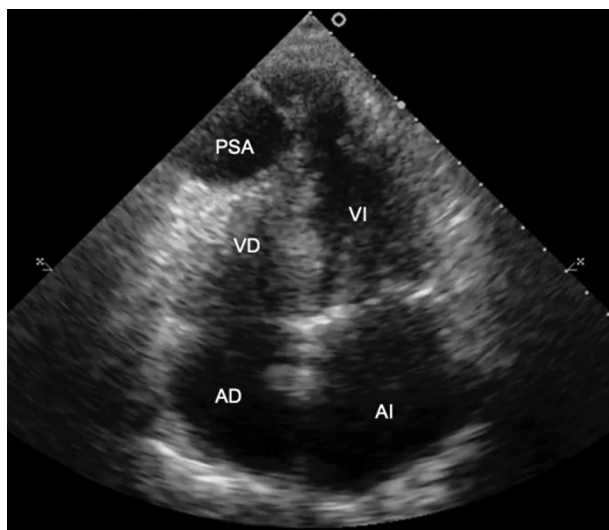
Ecocardiograma bidimensional, que muestra el ligero efecto de masa sobre la punta ventricular derecha. AD: Aurícula derecha. AI: Aurícula izquierda. VD: Ventrículo derecho. VI: Ventrículo izquierdo. PSA: Seudoaneurisma.
